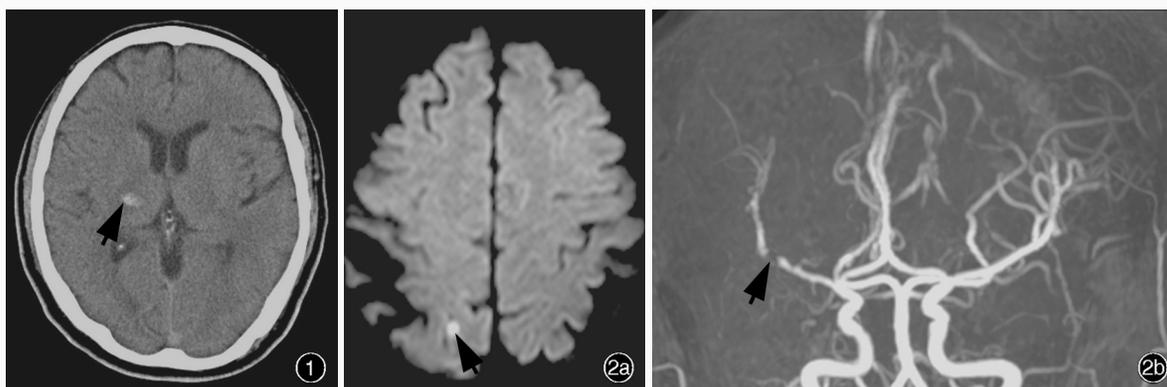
男性患者,58岁。主诉左侧口角和左手麻木1d。临床诊断为急性脑出血。头部CT检查显示,右侧丘脑片状高信号(箭头所示),考虑急性脑出血 图2 男性患者,65岁。主诉左侧口角和左手麻木2d。临床诊断为急性缺血性卒中。头部影像学检查所见 2a 横断面DWI显示右侧顶叶点状高信号(箭头所示) 2b MRA显示右侧大脑中动脉水平段纤细,其与侧裂段交界部局限性狭窄(箭头所示),远端分支稀疏
